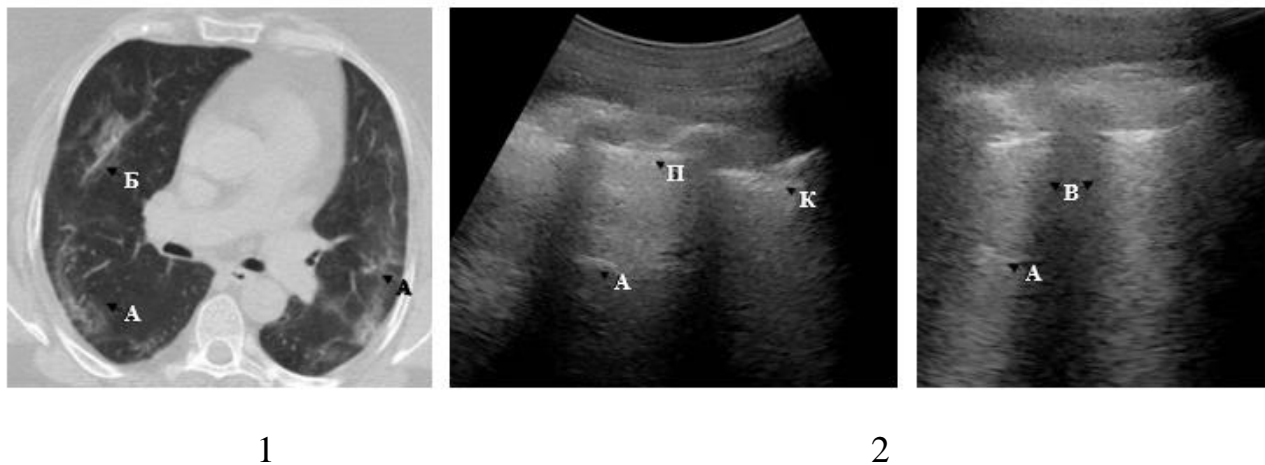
Відповідність КТ- й УЗ-патернів ураження легень у ранньому постгострому періоді COVID-19 у хворого, що переніс тяжкий перебіг гострого періоду хвороби:
